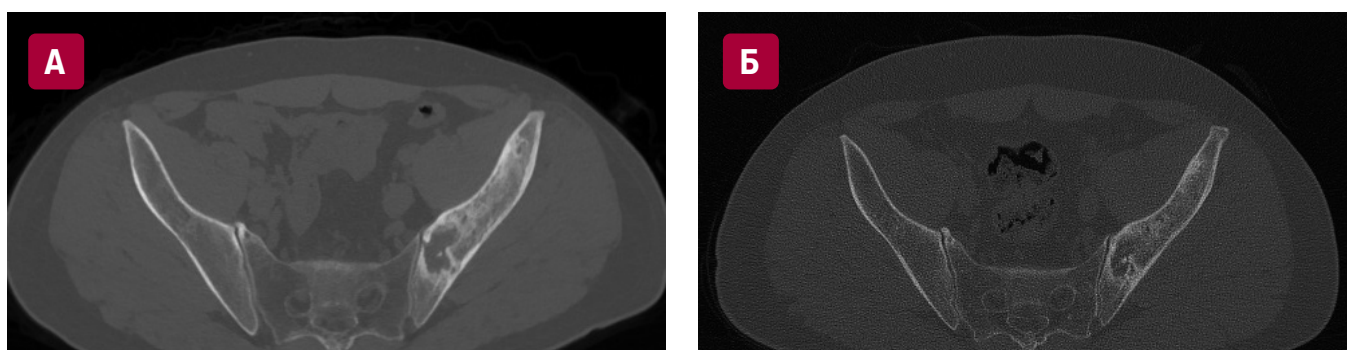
КТ тазобедренных суставов. Деструкция левой подвздошной кости (А) в дебюте гистиоцитоза из клеток Лангерганса и (Б) через 12 мес. после завершения терапии кладрибином
